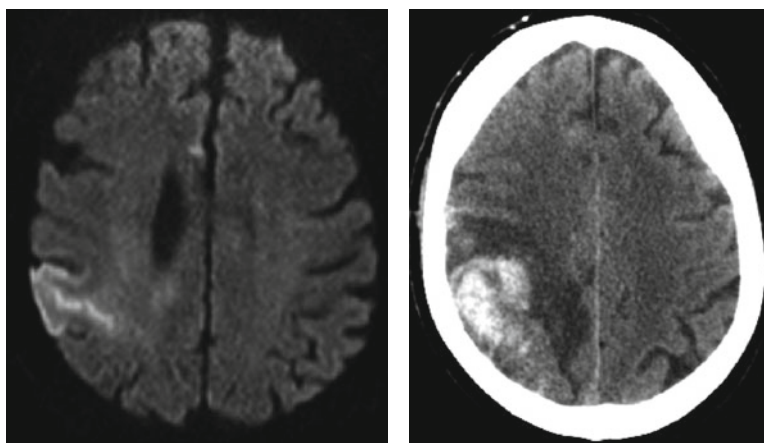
AVC ischémique sylvien superficiel droit à la phase aiguë visualisé en IRM (image de gauche). La tomodensitométrie de contrôle à 24 heures met en évidence une transformation hémorragique avec une couronne d'œdème périphérique (image de droite).
